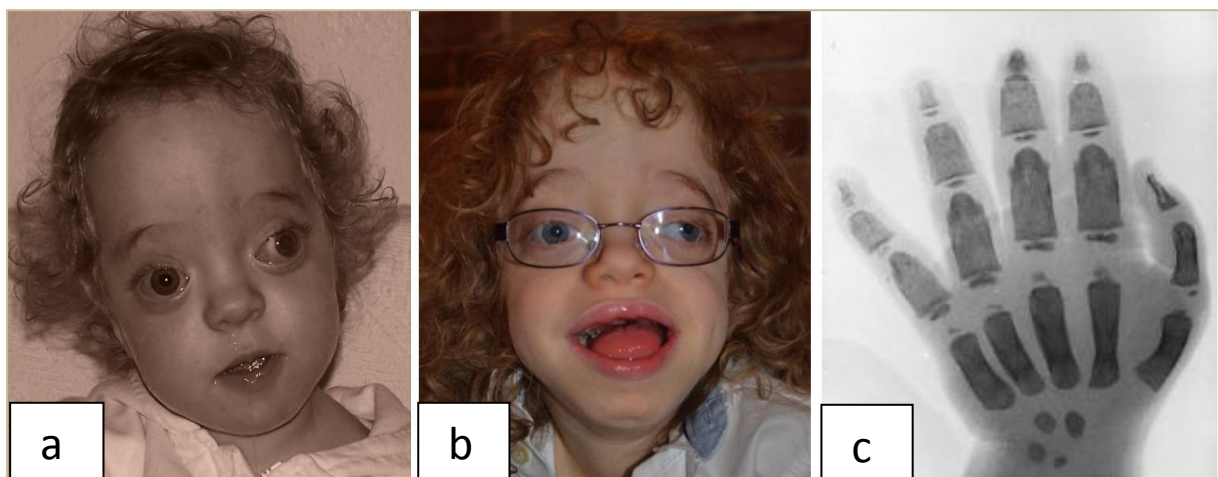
Typische faziale Dismorphien und Skelettveränderungen bei MSS-Patienten. Dokumentation der Veränderung des fazialen Phänotyps einer Patientin im Alter von 2 Jahren (a) und 9 Jahren (b). c) Röntgenaufnahme der linken Hand eines Neugeborenen mit MSS: akzeleriertes Knochenalter der Handwurzelknochen (ca. 3 Jahre), Gewehrkegel-ähnliche Form der Phalangen.
